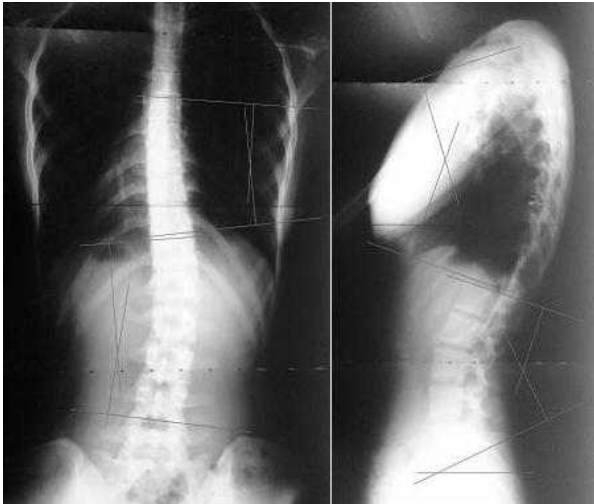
Radiography after intervention
